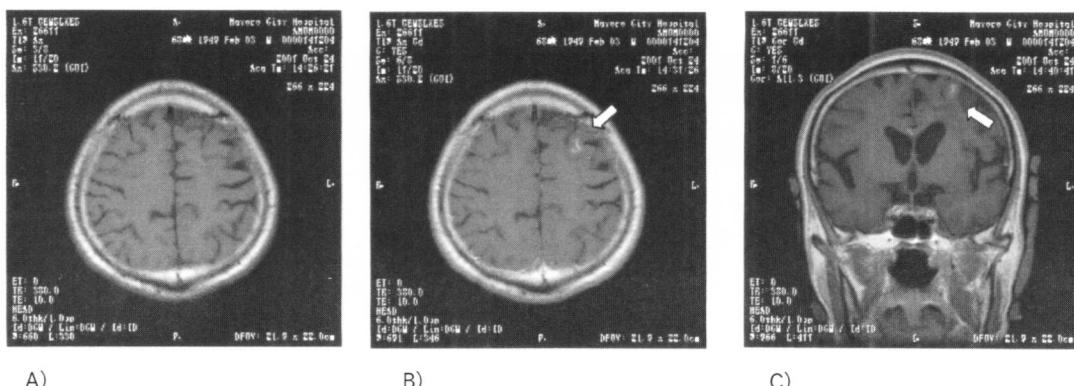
MRI (T1強調画像、Gd-DTPA造影)
